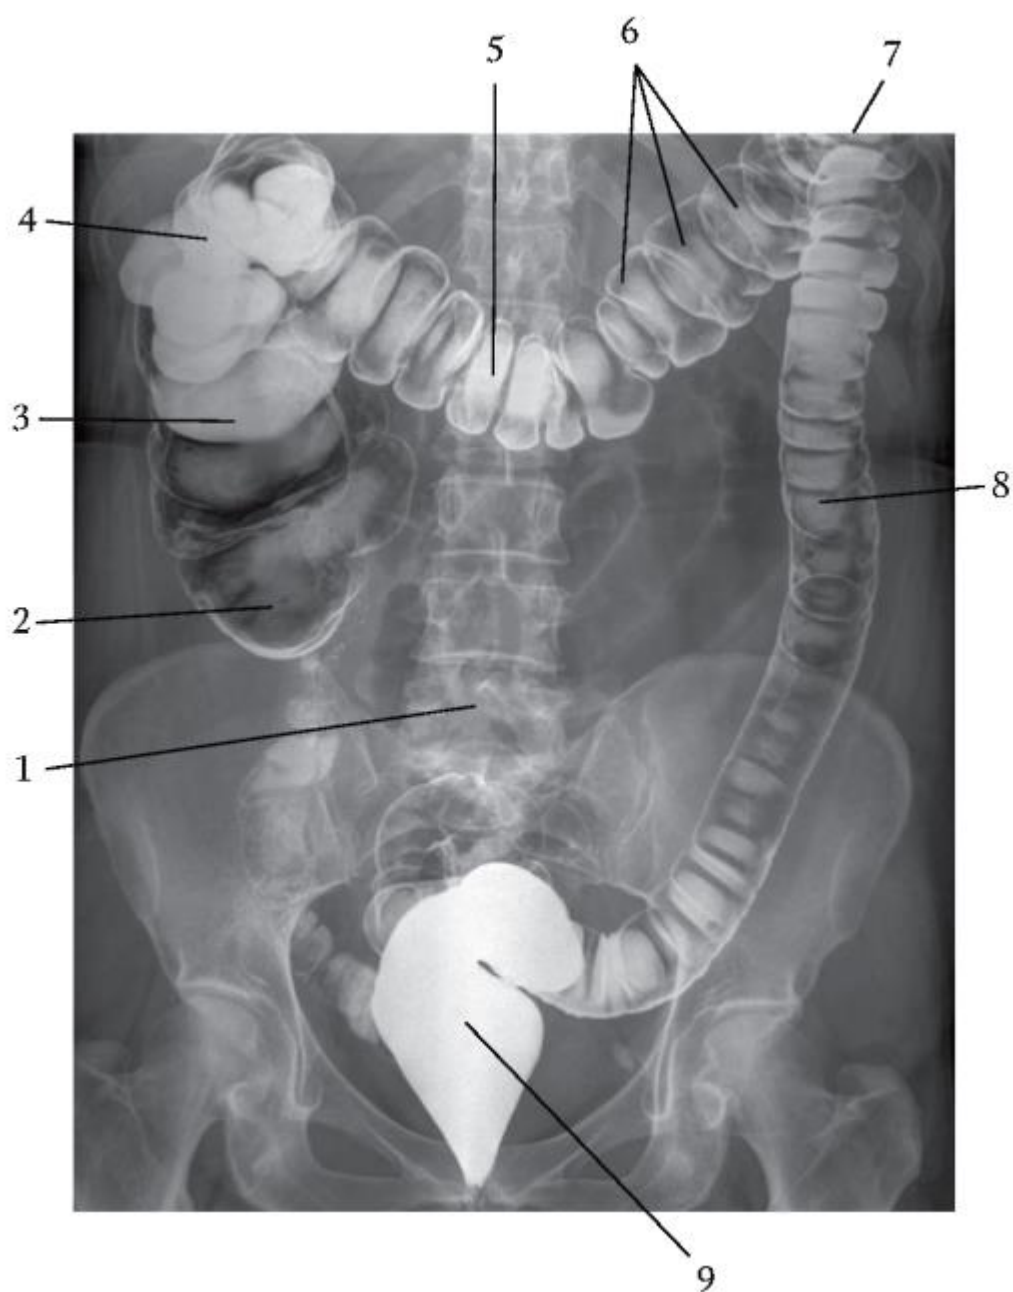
Расположение отделов толстой кишки в брюшной полости (рентгенограмма; вид спереди): 1 - позвоночный столб; 2 - слепая кишка; 3 - восходящая ободочная кишка; 4 - правый изгиб ободочной кишки; 5 - поперечная ободочная кишка; 6 - гаустры ободочной кишки; 7 - левый изгиб ободочной кишки; 8 - нисходящая ободочная кишка; 9 - прямая кишка
